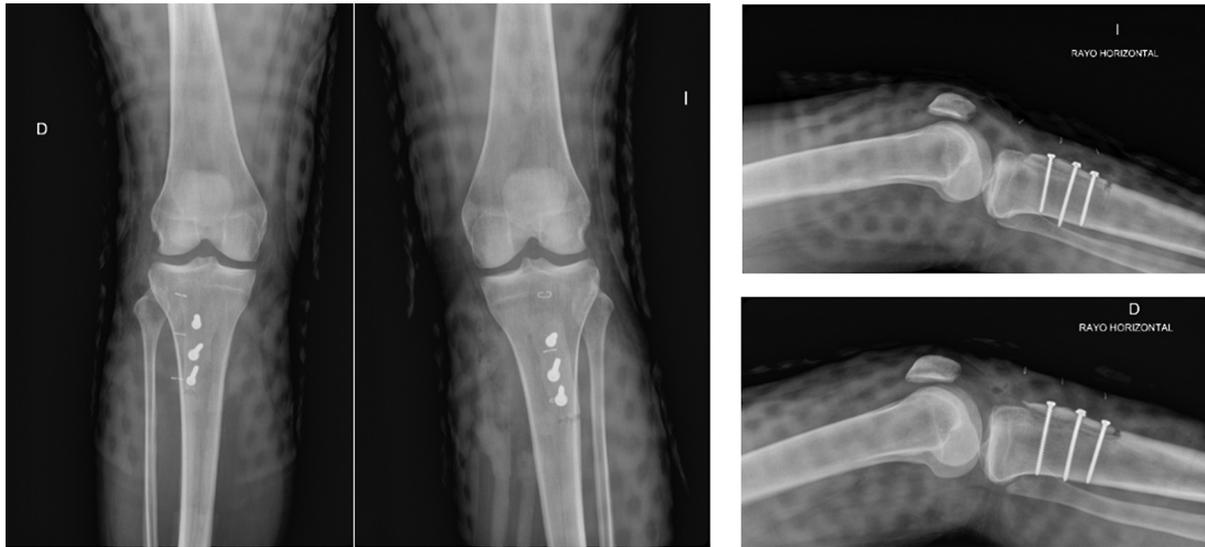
Se muestran radiografías anteroposteriores y laterales de ambas rodillas en el post operatorio inmediato.
